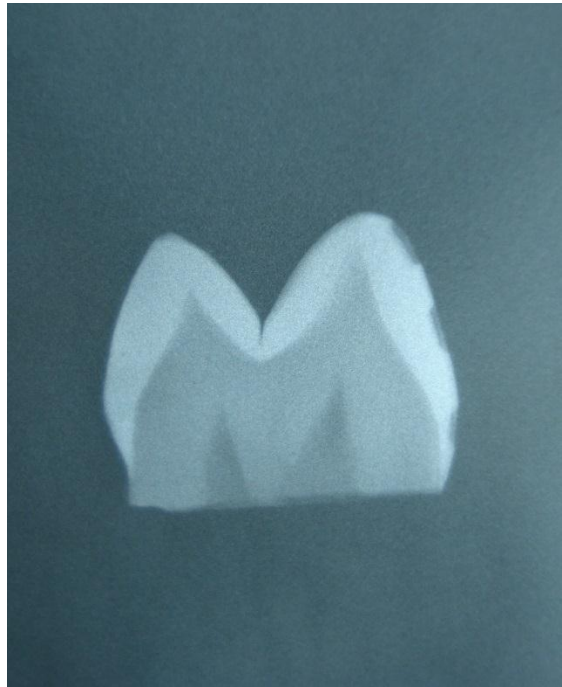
Imagen radiografica que muestra las lesiones Artificiales infiltradas con resina Icon y cortadas Longitudinalmente con discos de carborundum
